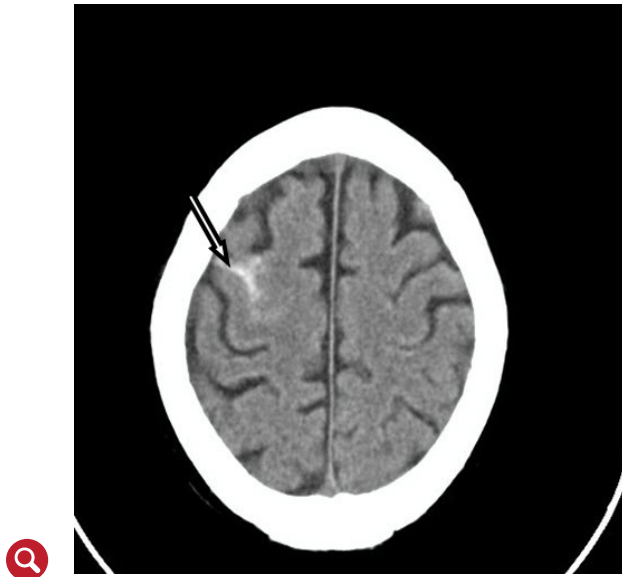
Tomografía axial computarizada cerebral sin contraste se observa presencia de sangrado laminar en región surcortical frontal derecha compatible con hemorragia subaracnoidea
